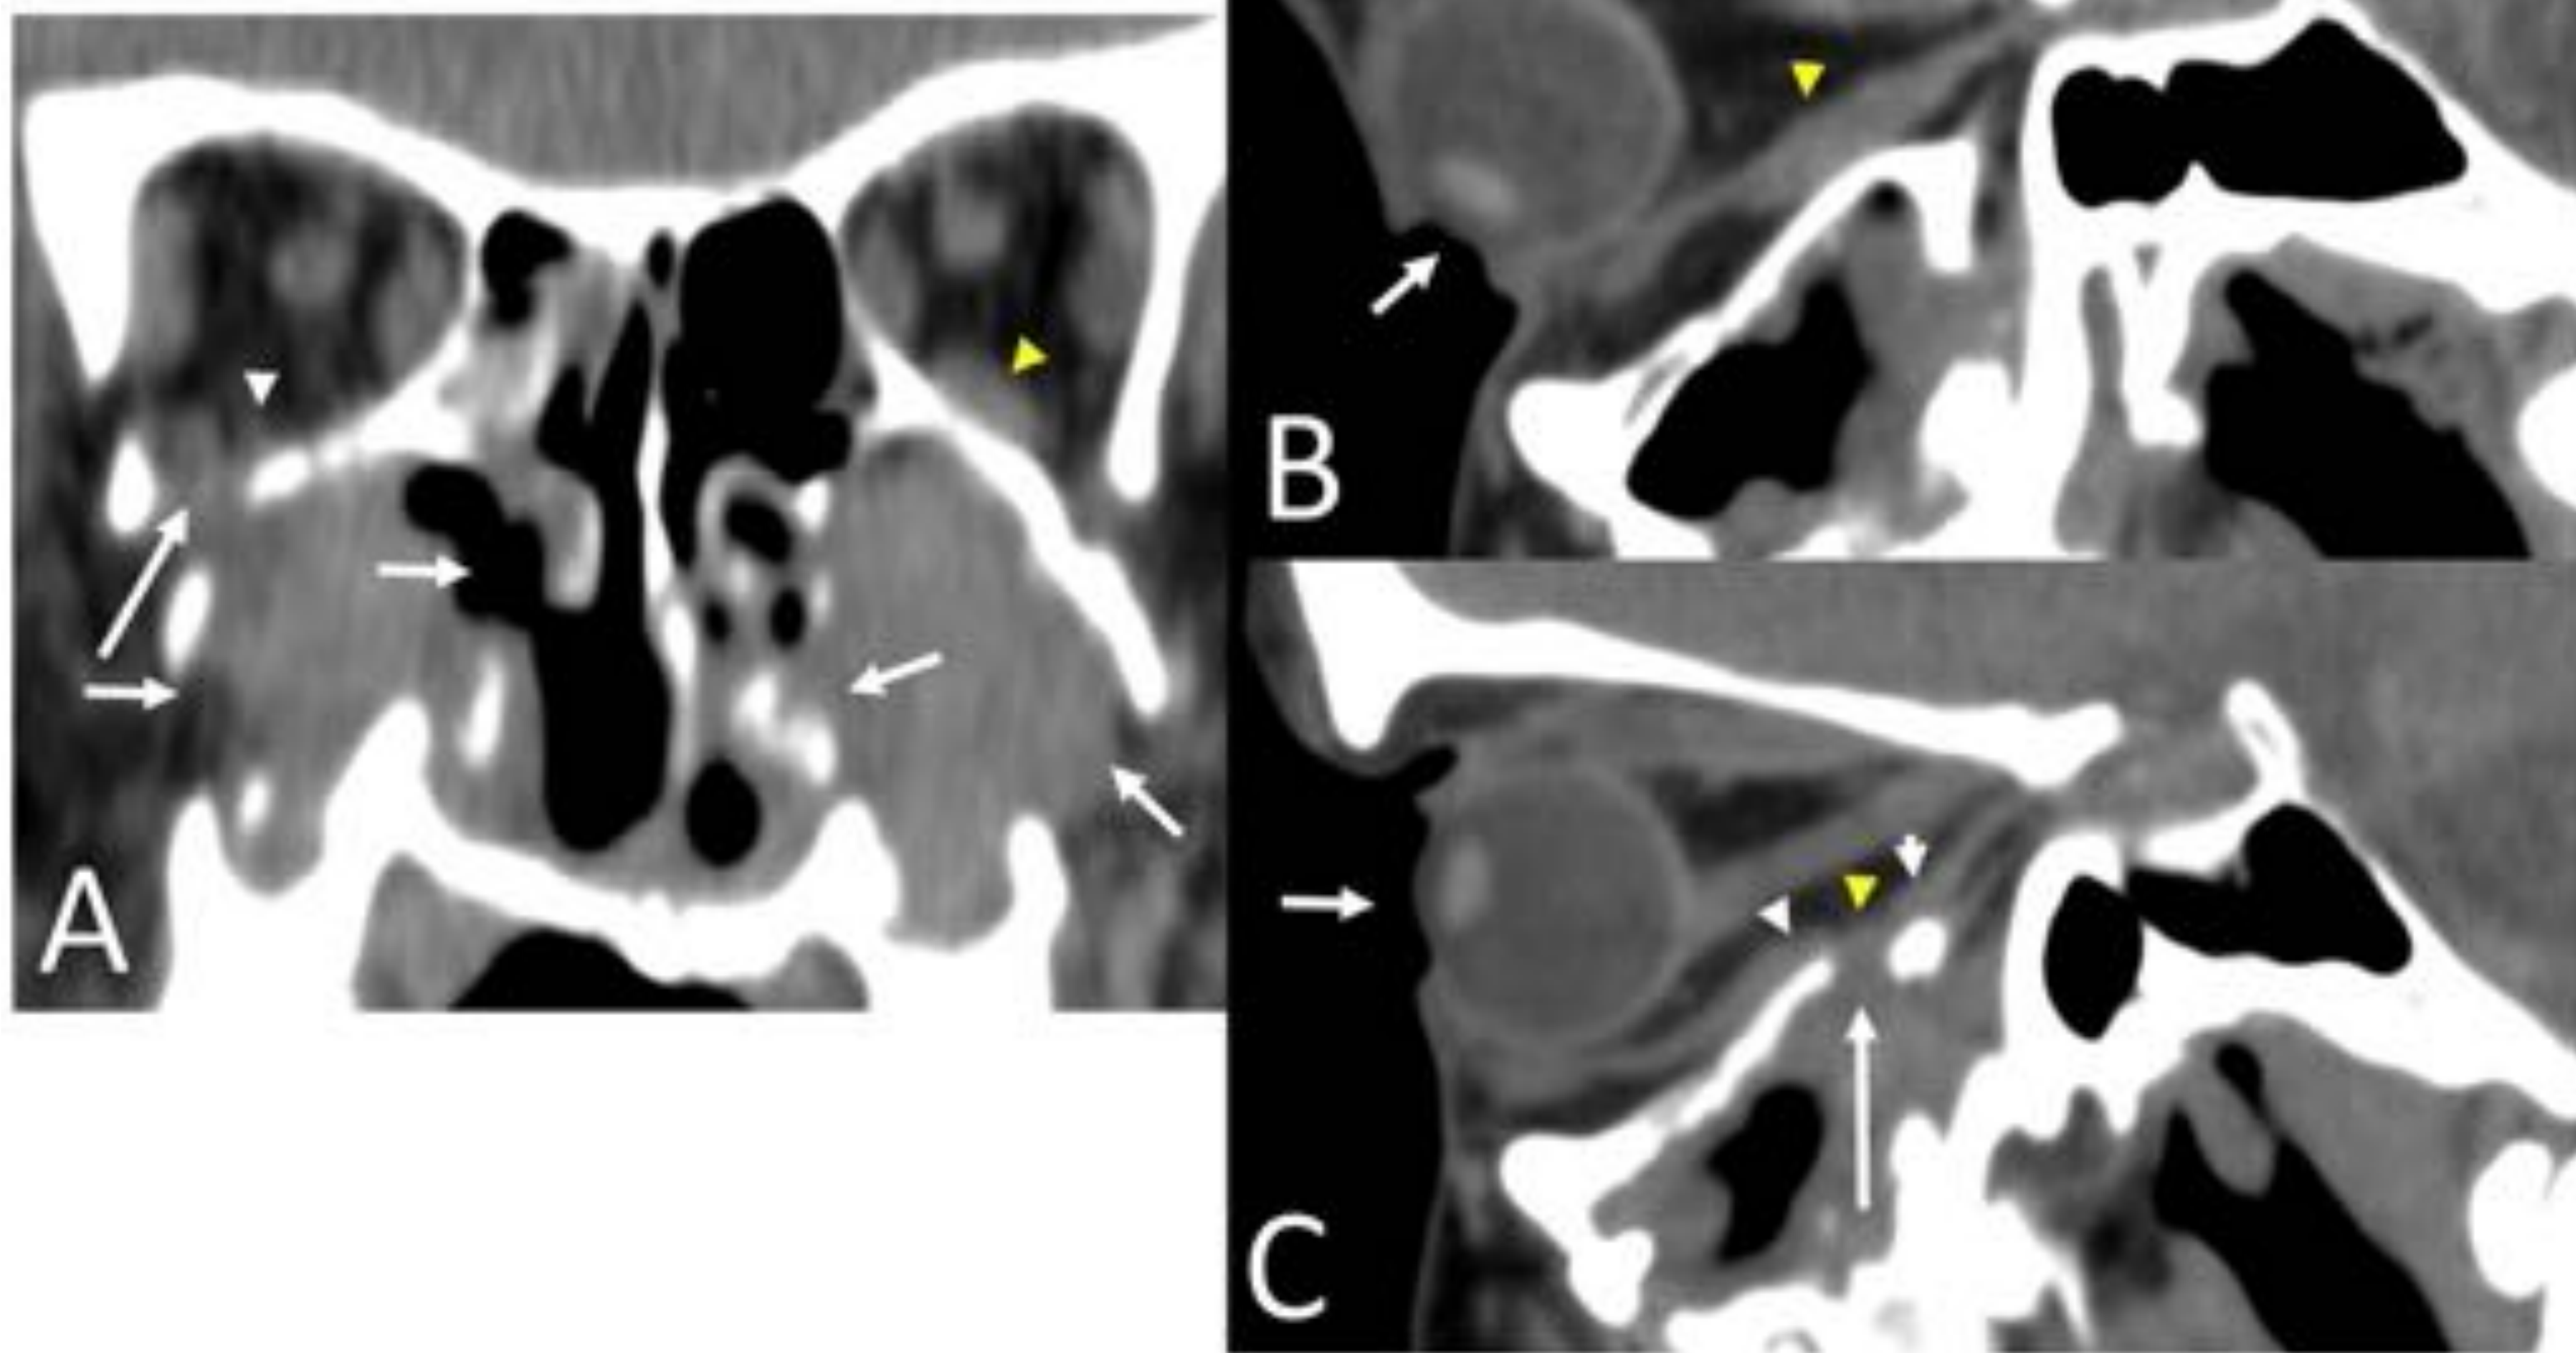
paciente de 23 años con antecedente de cirugía ortognática complicada con rotura iatrogénica del músculo recto inferior (MRI). A: TC coronal que muestra cambios postoperatorios en ambos senos maxilares (flechas blancas pequeñas) y una fractura del suelo orbitario derecho asociada (flecha blanca grande); observe la ausencia del MRI derecho (punta de flecha blanca) y el músculo contralateral normal (punta de flecha amarilla). B y C: cortes sagitales de TC de la órbita izquierda (B) y derecha (C), con el paciente mirando hacia caudal; observe el movimiento adecuado del globo ocular izquierdo (flecha pequeña) y el MRI normal (punta de flecha amarilla) en la figura B. En la figura C hay una ruptura del MRI derecho (punta de flecha amarilla) justo sobre la fractura ósea (flecha blanca), con dos muñones musculares de retracción (puntas de flecha blancas). Nótese que no se produce el desplazamiento esperable del globo ocular (flecha corta).
